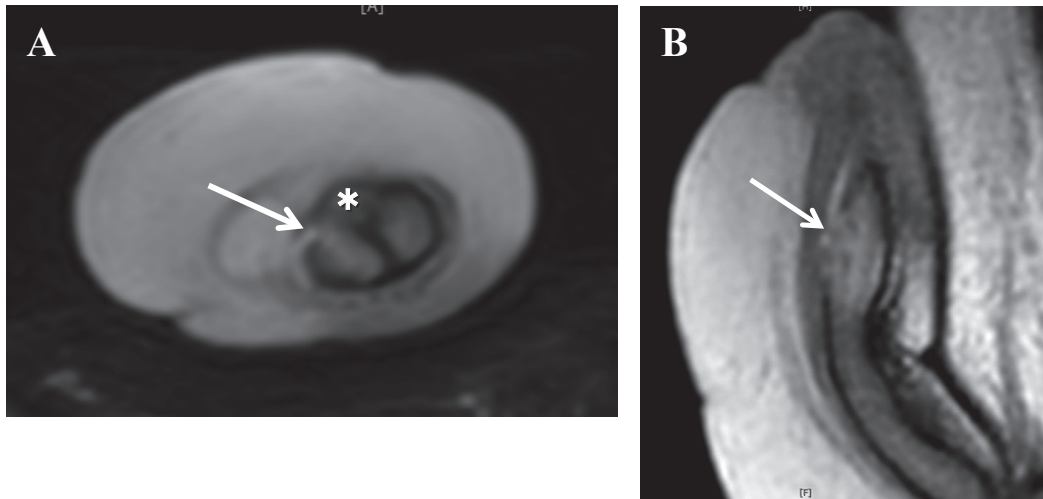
Magnetic resonance imaging (T2-weighted, A: axial, B: sagittal) of the penile shaft shows disruption (arrow) in the tunica albuginea of the right corpus cavernosum of the penis. Asterisk indicates corpus cavernosum of the urethra.
